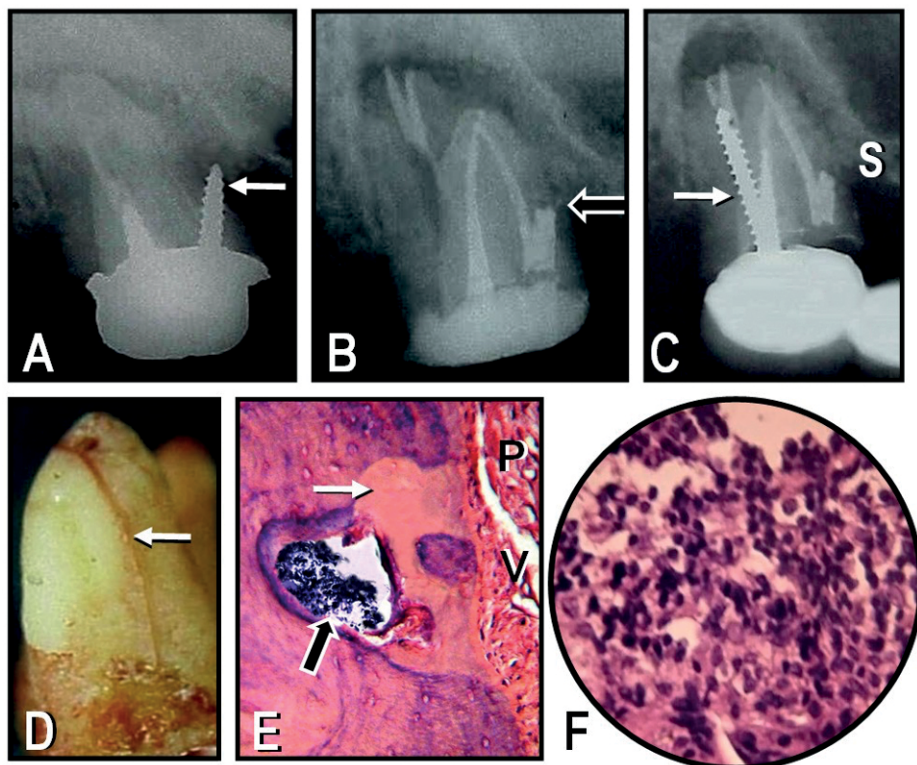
Radiografía preoperatoria del segundo molar superior derecho en la que puede observarse un tratamiento endodóntico incompleto y un poste roscado perforando la raíz mesio vestibular (flecha). B. Radiografía posoperatoria inmediata. Se observa el sellado de la perforación radicular (flecha negra) y el retratamiento finalizado. Se observa también un segundo conducto obturado en la raíz palatina. C. Radiografía obtenida luego de dos años en la que se observa que el sellado de la perforación no se había alterado (S). Se puede observar también la persistencia de la lesión periapical, la presencia de dos nuevos postes roscados (flecha blanca) y una prótesis fija con notable desadaptación de la corona que cubre el molar tratado. D. Fotografía del molar extraído. La flecha indica la fractura vertical de la raíz palatina. E. Microfotografía del sitio de la perforación. Se puede observar que el defecto ha sido reparado mediante la aposición de un tejido calcificado (flecha blanca) y un resto de tejido periodontal (P) con presencia de vasos sanguíneos (V). La flecha negra indica la presencia de restos de BDT (Hematoxilina y eosina; Magnificación original X50). F. Microfotografía del tejido blando removido conjuntamente con el molar. Se observa un tejido granulomatoso compuesto por una población mixta de células inflamatorias crónicas (Hematoxilina y eosina; magnificación original X150).
